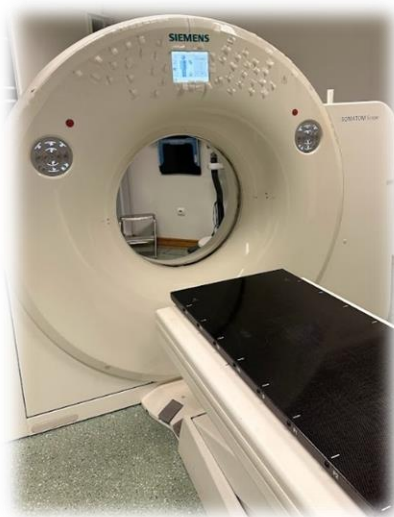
CT de Planeamento
